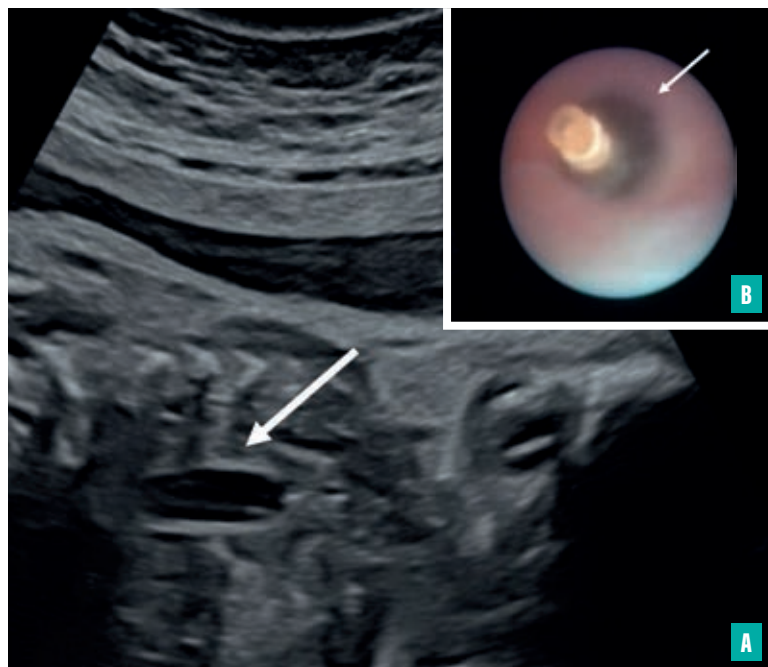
Ballonnet intratrachéal à l'échographie (A) et à la fœtoscopie (B) [flèches].
